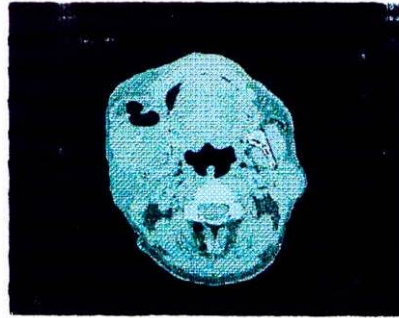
A. Tomografía Computarizada
